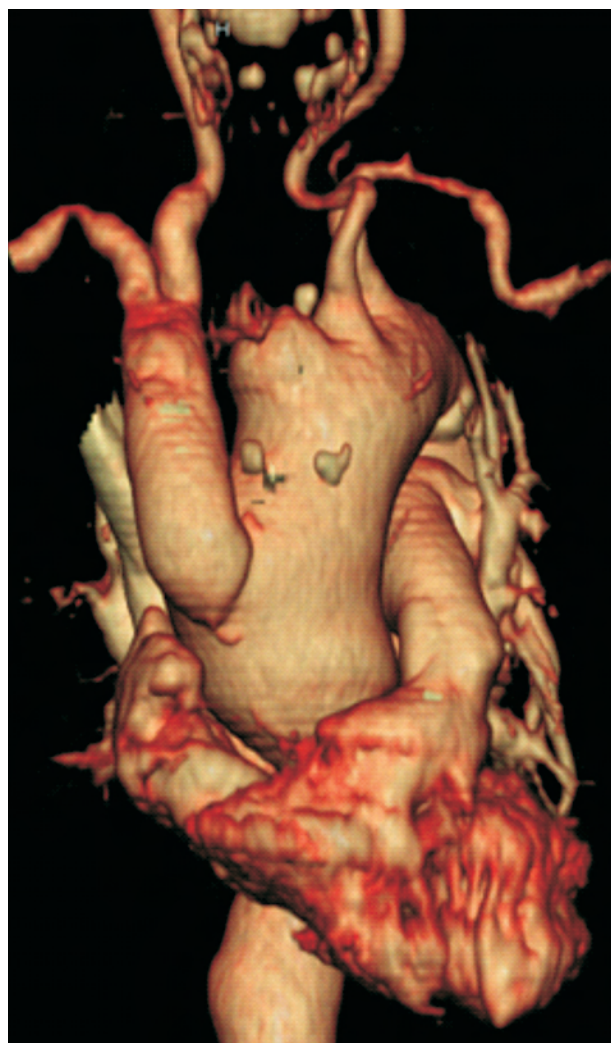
Angio TC de controlo pós-operatório.
